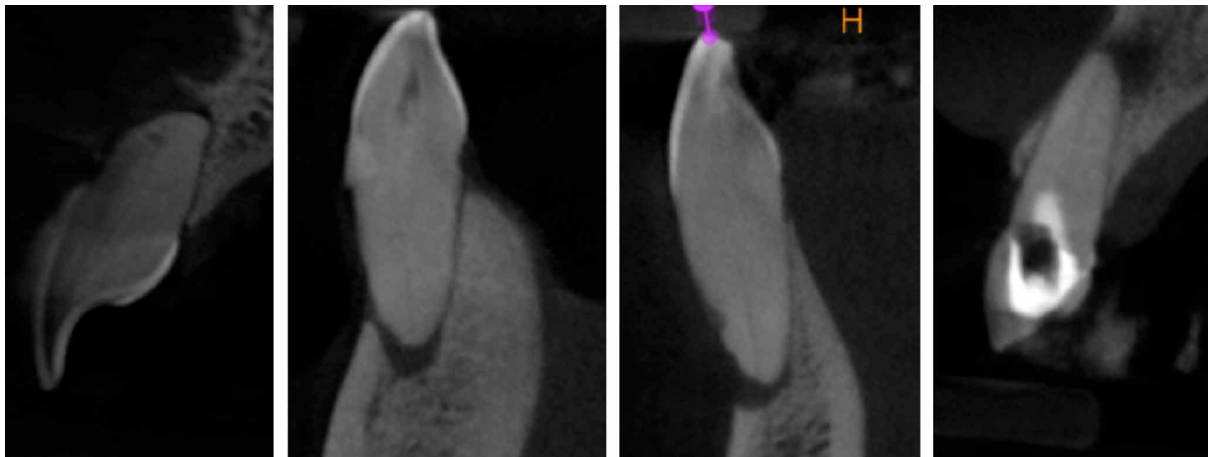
CBCT inicial de los cuatro casos reportados de dientes con PCO.
